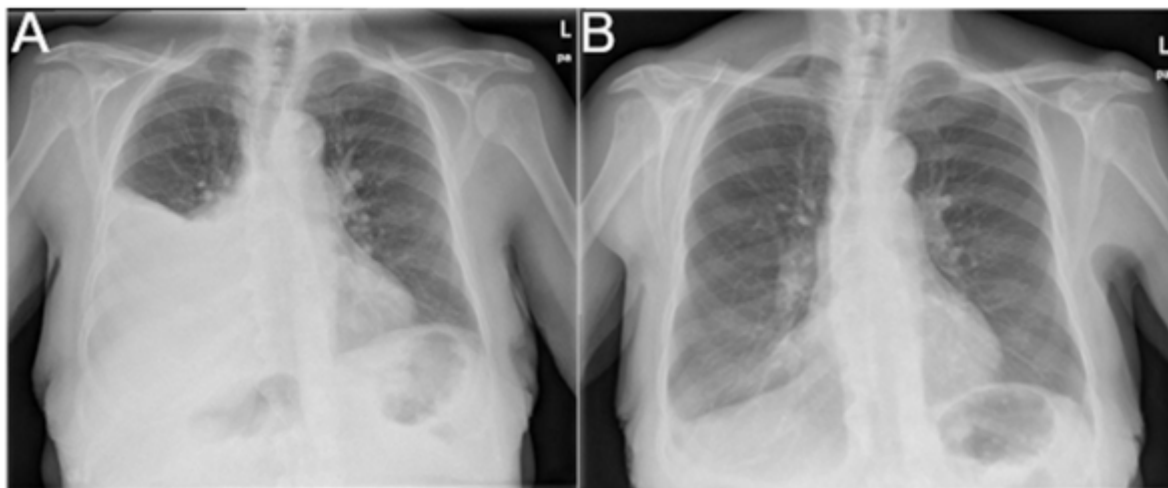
A) Radiografía de tórax posteroanterior que muestra un derrame pleural derecho. B) Radiografía de tórax posteroanterior pospleurodesis química que muestra la resolución del derrame pleural.
